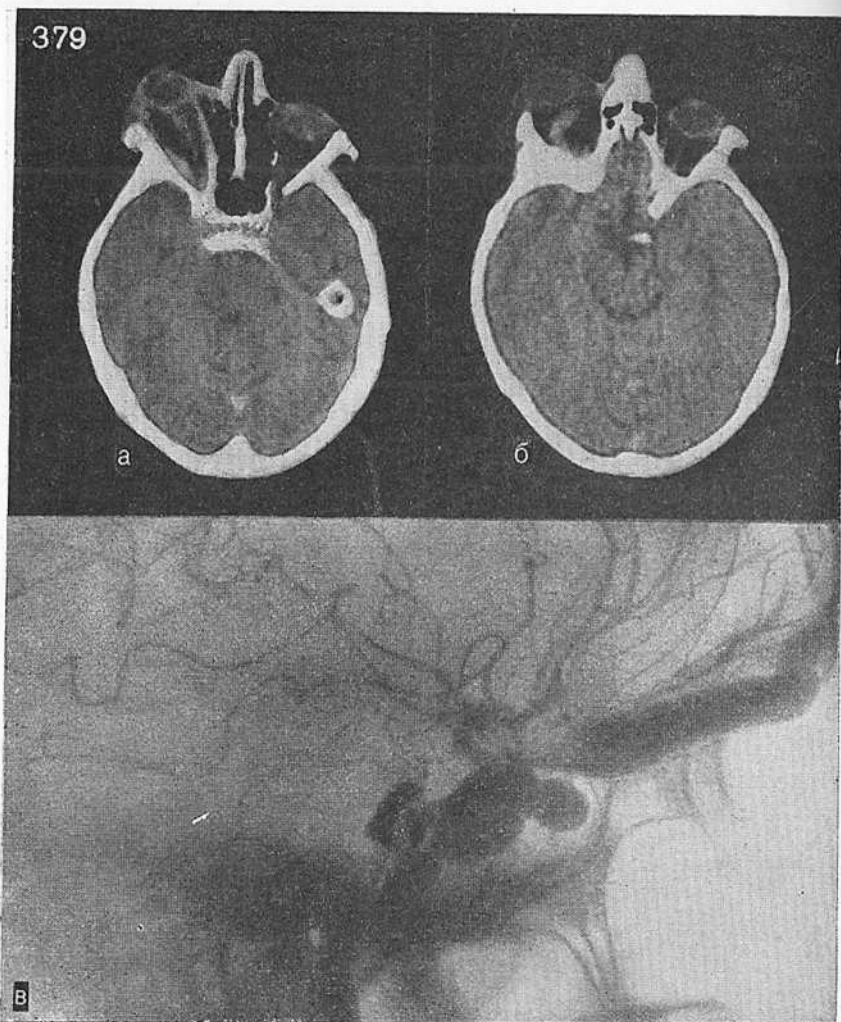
КТ у больного с каротидно-кавернозным соустьем. Видны экзофтальм справа и зона повышенной плотности в области правого кавернозного синуса (а), извитой тяж верхней глазничной вены (указано стрелкой) в полости правой орбиты (б) у больного с каротидно-кавернозным соустьем справа (в).
